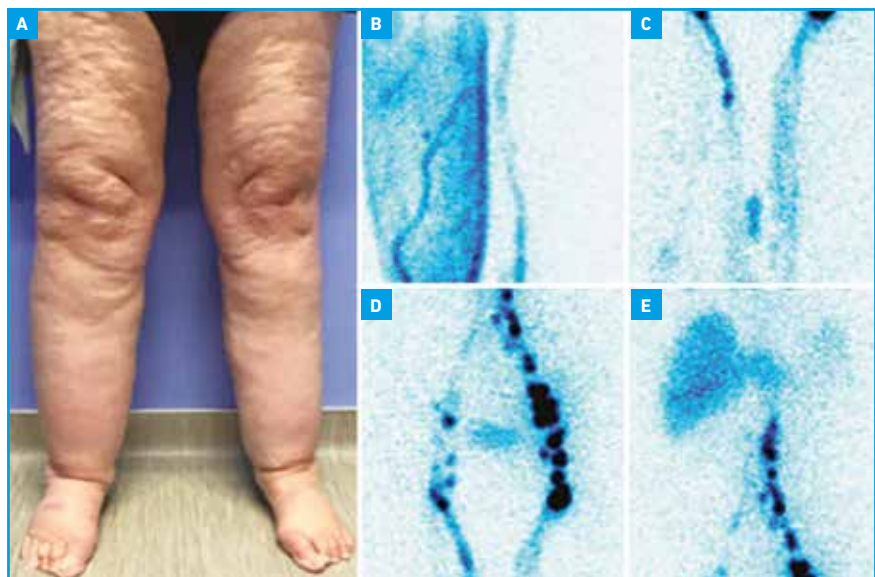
Visualisation des anomalies lors d'une lymphoscintigraphie chez une patiente atteinte de lipœdème.
